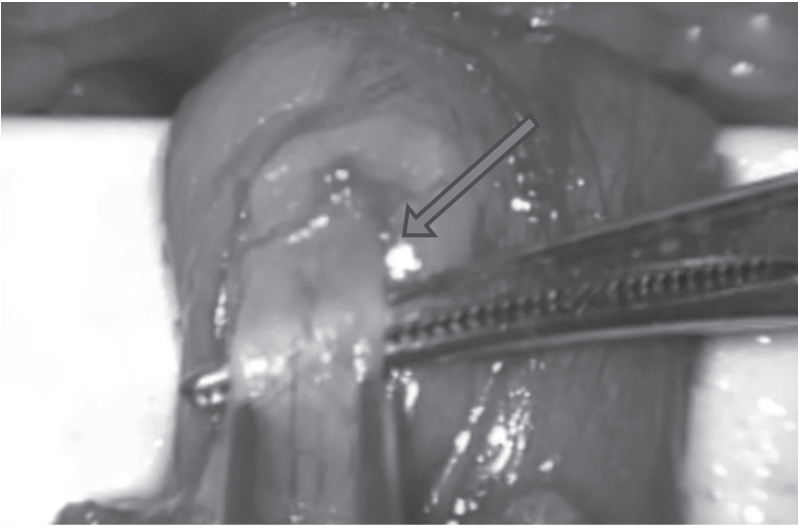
Testiküler arterin tespit edilmesinde Cerrahi Doppler probu oldukça faydalıdır.
